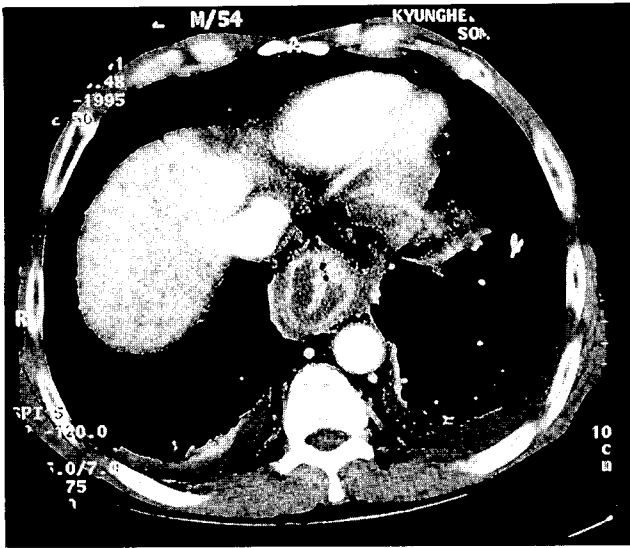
CT scan around the level of G-E junction of the esophagus showing marked wall thickening U-shaped curvilinear and tubular encircling low attenuative lesion suggesting of submucosal hemorrhage. (G-E: Gastroesophageal)
